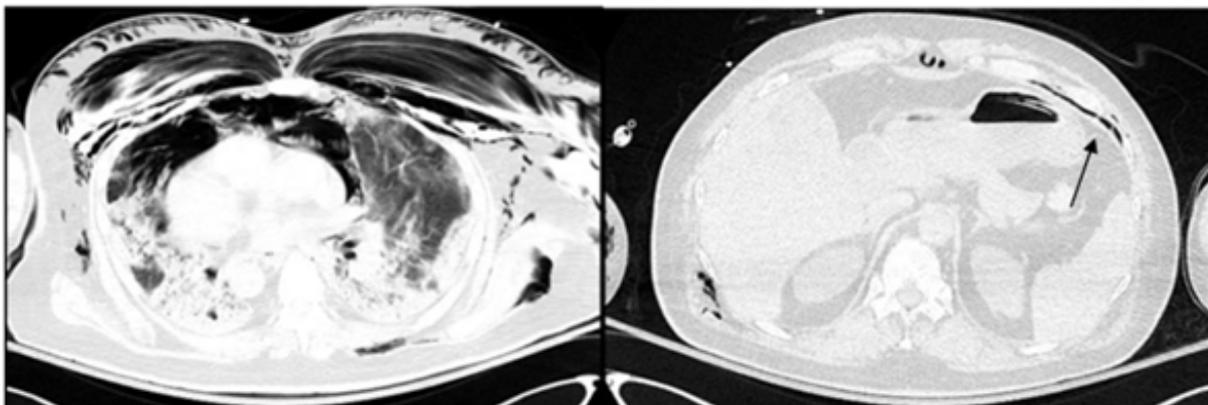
Tomografía computarizada del tórax sin contraste del paciente.
